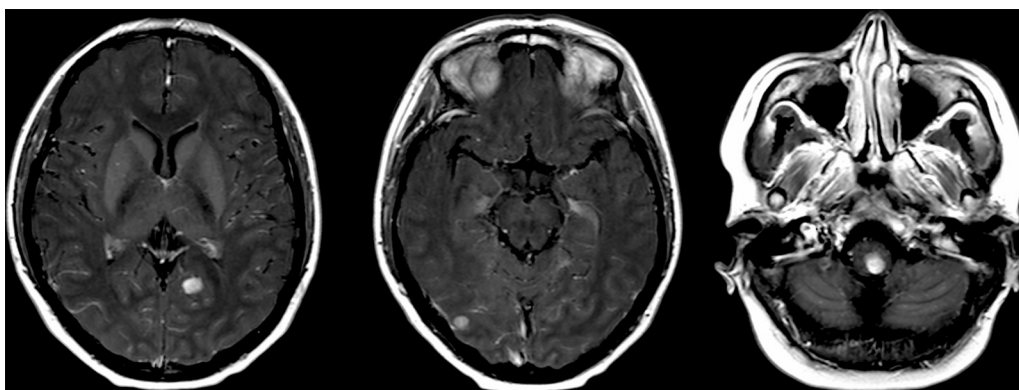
Imágenes de resonancia magnética.
